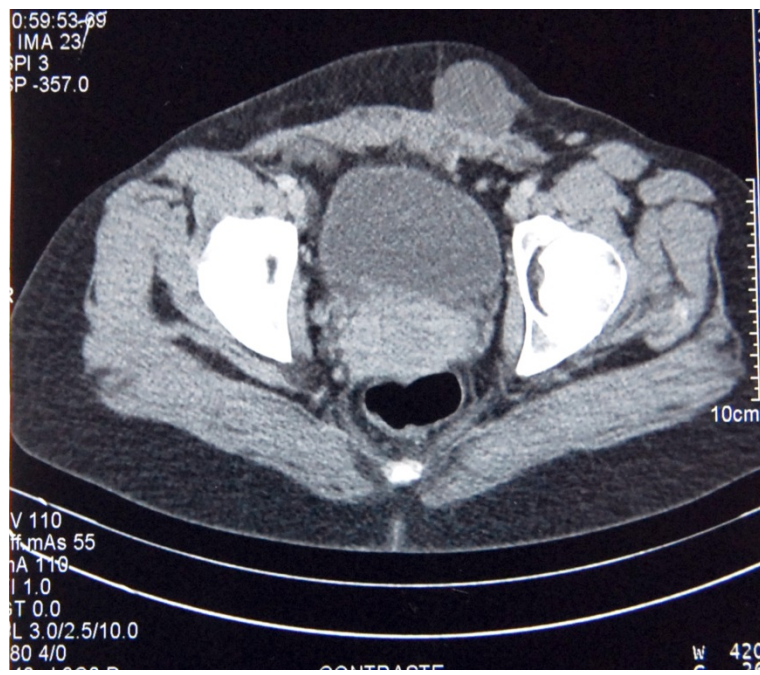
TDM abdominale montrant une masse tissulaire adhérente au muscle grand droit.
